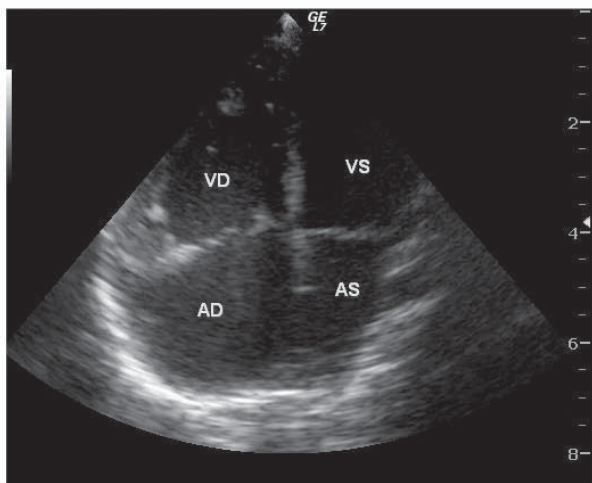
Ecocardiografie transtoracică incidentă apical 4 camere: dilatație de cavități drepte, defect septal interatrial tip ostium secundum. AD: atriu drept, VD: ventricul drept, AS: atriu stâng, VS: ventricul stâng.
